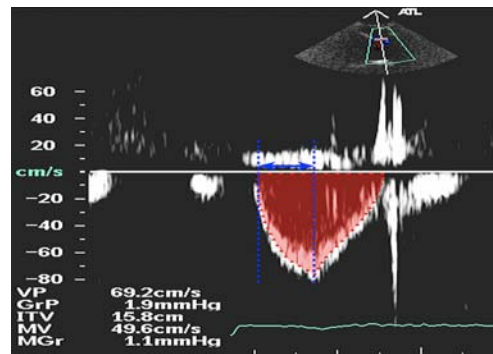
Medición del ITV TSVD con Doppler pulsado. Journal of the American Society of Echocardiography. Volume 23: 3.
